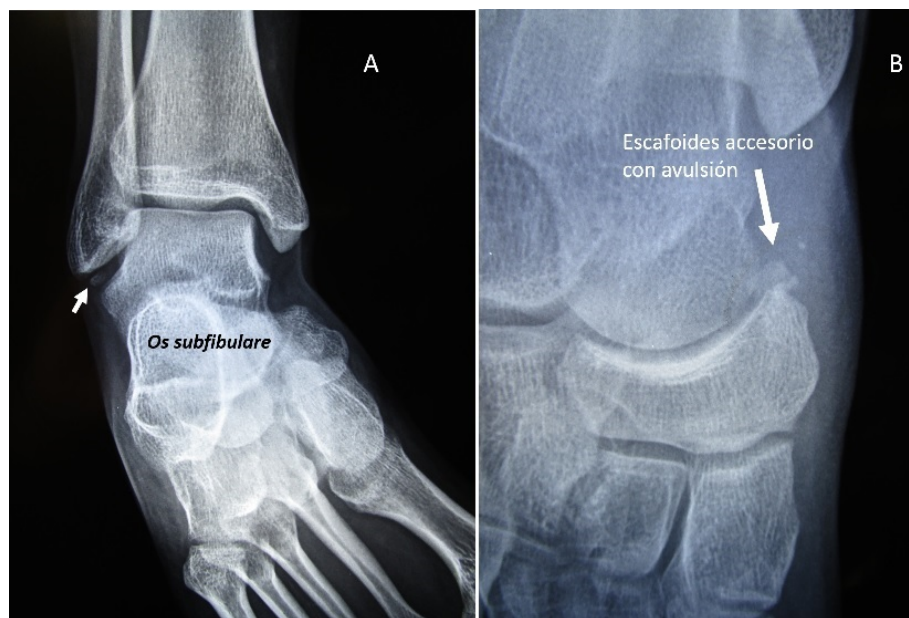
En A: Radiografía antero-posterior de tobillo derecho que muestra un *Os subfibulare*; en B: radiografía postero-anterior de pie derecho mostrando escafoides accesorio (*Os tibiale externum*) con avulsión, en femenino de 24 años
